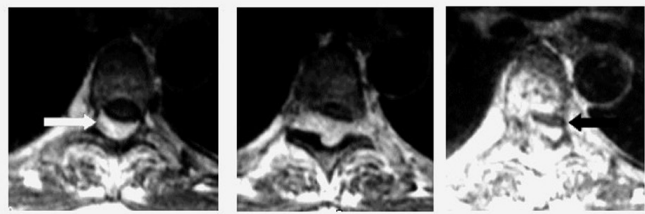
Resonancia magnética, cortes axiales en T1. A la izquierda la flecha señala el compromiso de la lámina por el tejido neoplásico (blanco), y a la derecha la flecha muestra la invasión del canal espinal por compromiso del pedículo y de la lámina.
